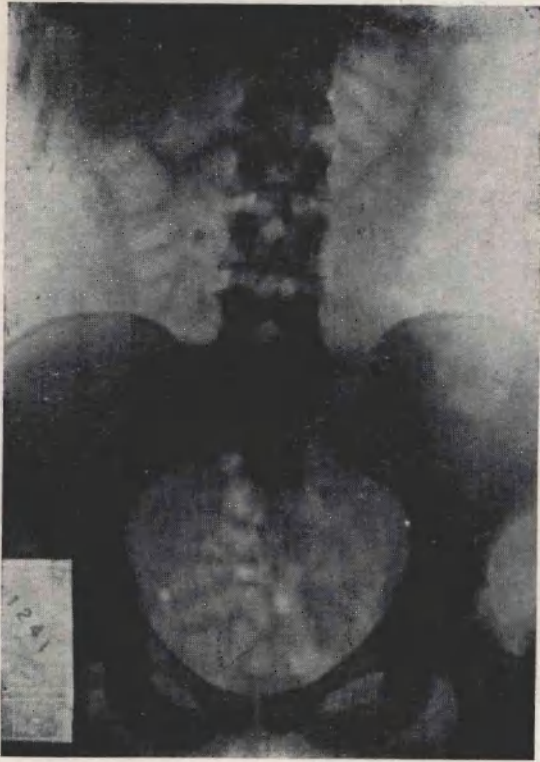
Radiografía simple.
